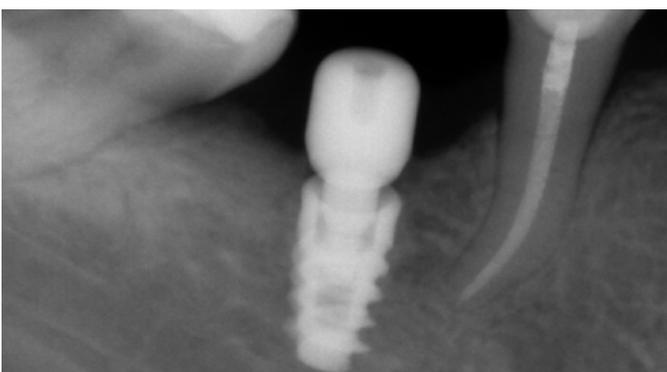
Radiografía periapical de implante en posición de 46 donde se visualiza el correcto asentamiento y ajuste del pilar de cicatrización.
